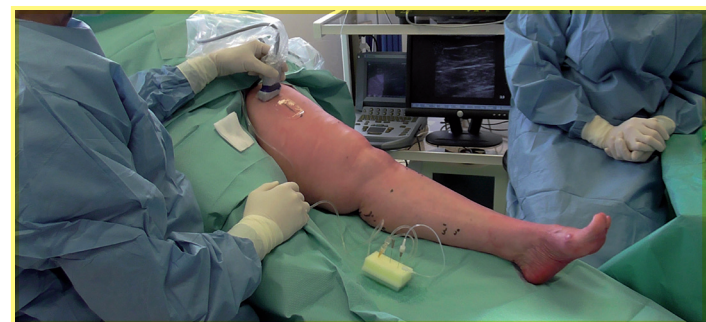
Sonde d'échographie et installation du patient.
